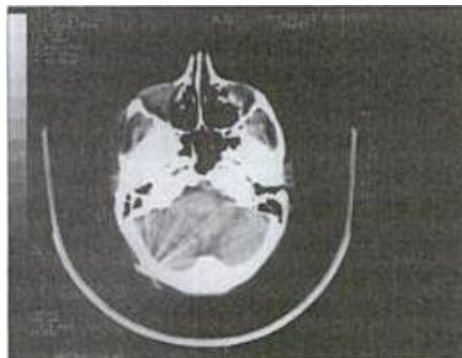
TAC de lesión abierta
